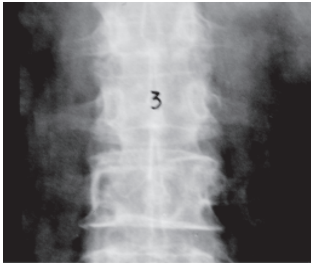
A radiografia de frente inicial não demonstra alteração esquelética evidente.
